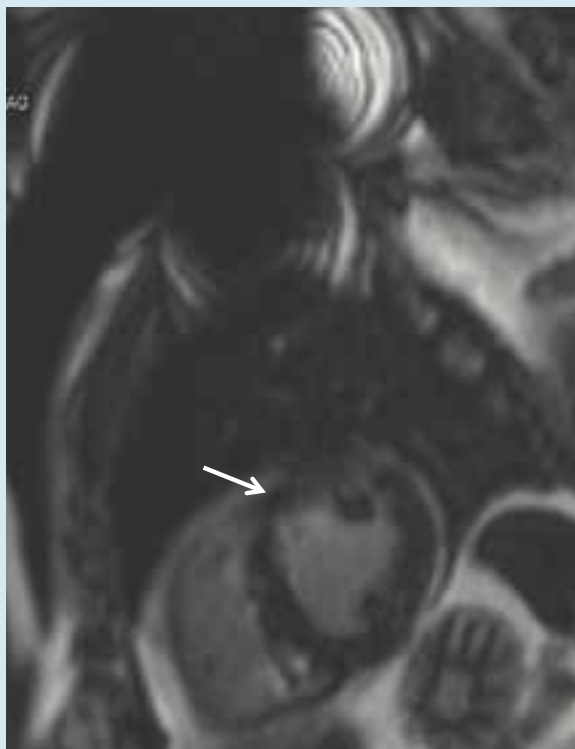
61-v. aikaisemmin terve mies, jolla todettiin prekol-lapsioireen taustalla totaaliblokki. Sydämen ultraäänilöydös oli normaali. Sydämen MRI-tutkimuksessa lokerot ja seinämäpaksuudet olivat normaalit, mutta fibroosikuissa nähtävissä basaalisessa anteriorisessa septumissa juuri johtorata-alueella intramyokardiaalinen juoste (a ja b). FDG-PET-kuvauksessa ei ollut poikkeavia kertymiä sydänlihaksessa (c ja d). Potilaan Borrelia-aineet olivat koholla sopien tuoreeseen borreliainfektioon.
